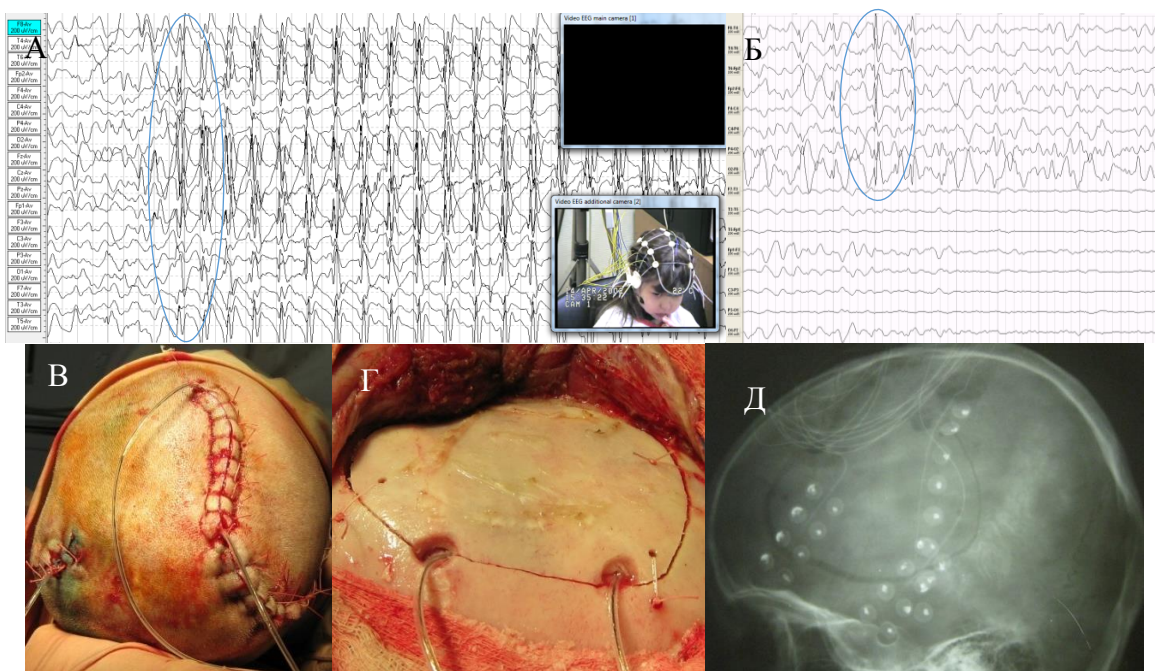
Больной Д., 5 лет. Ист. б №1813-11. На ВЭМ (А) генерализованная пароксизмальная активность. В анамнезе в начале приступов фокальный компонент. Инвазивный мониторинг (Б) определяет эпиактивность от электродов над правой височной и лобной долями. Интраоперационный снимок (В,Г) и рентген-контроль расположения электродов (Д).
